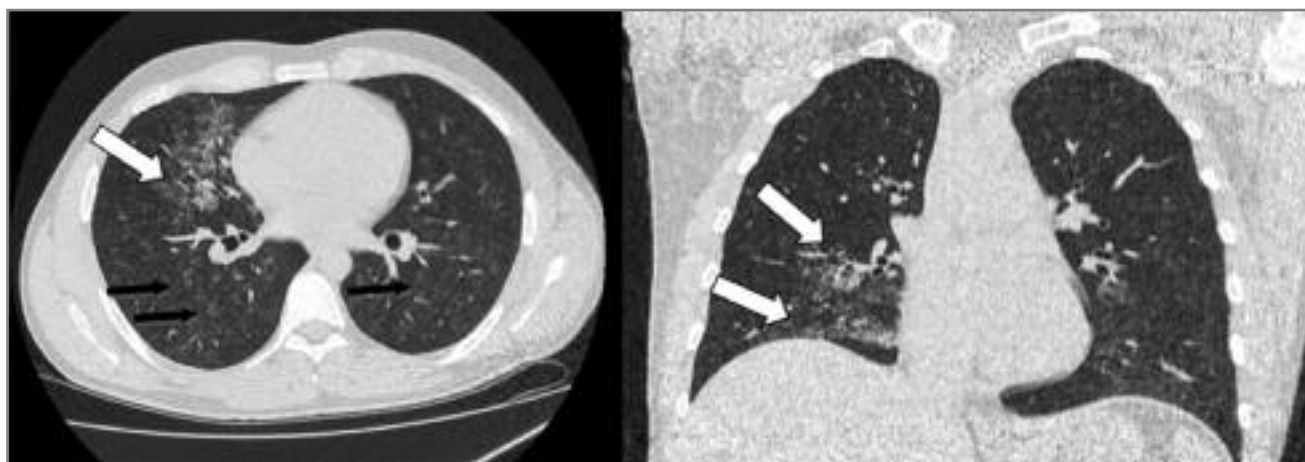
КТ ОГК (22.03.2017 г.). В обоих легких – центролобулярные очаги (1–3 мм) по типу «матового стекла», сливающиеся между собой, сходные друг с другом по размеру, форме, диффузно расположенные в краниокаудальной проекции (черная стрелка), обусловленные диффузным альвеолярным кровотоком. В S_{IV}, S_V, S_{VI} сегментах правого легкого – уплотнение легочной паренхимы по типу консолидации (белая стрелка), расположенное центрально, что обусловлено диффузным легочным кровотоком
